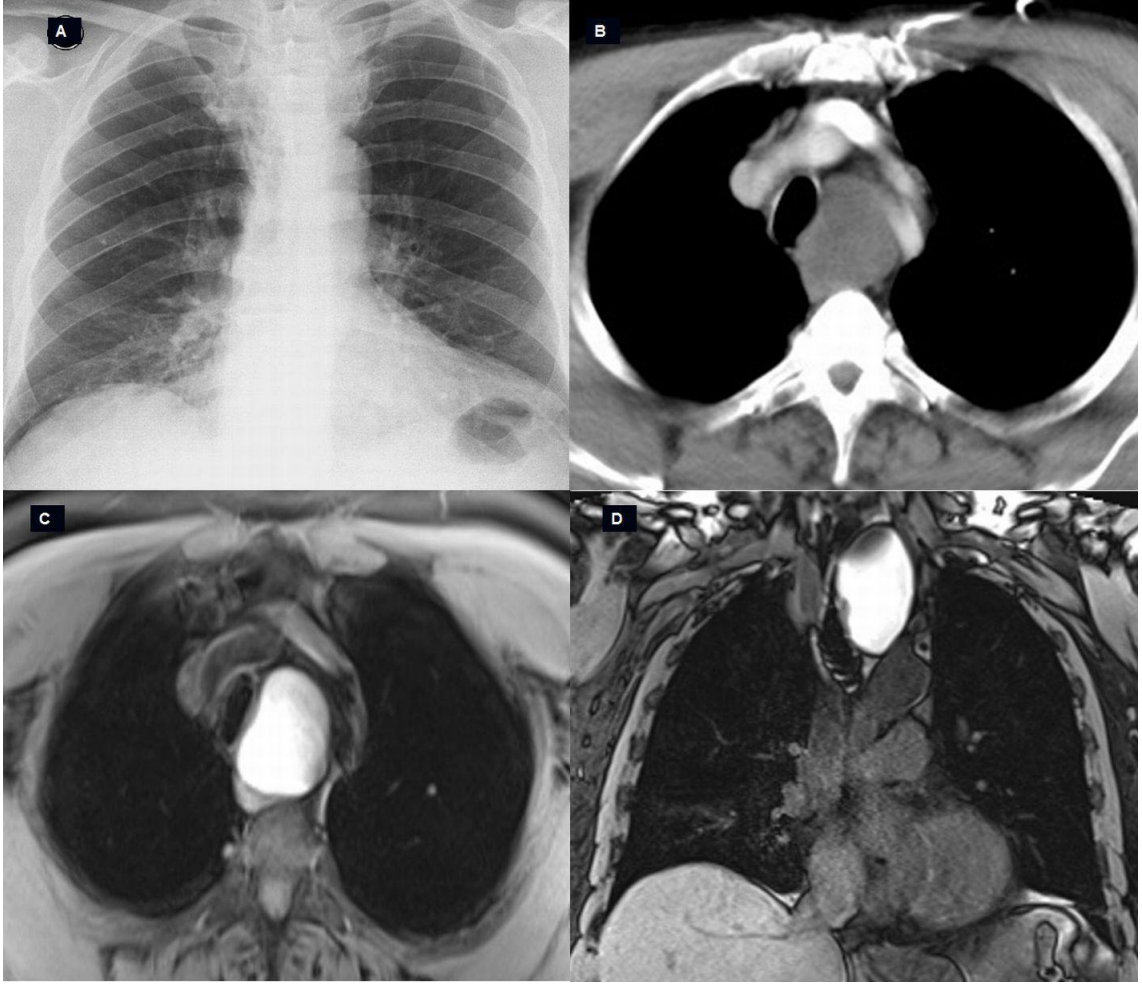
Bronkokenik kist tanılı 58 yaşında erkek hastada PA akciğer grafisi (A) ve toraks BT axial planda orta mediastinel kistik lezyon (B) görülmektedir.
